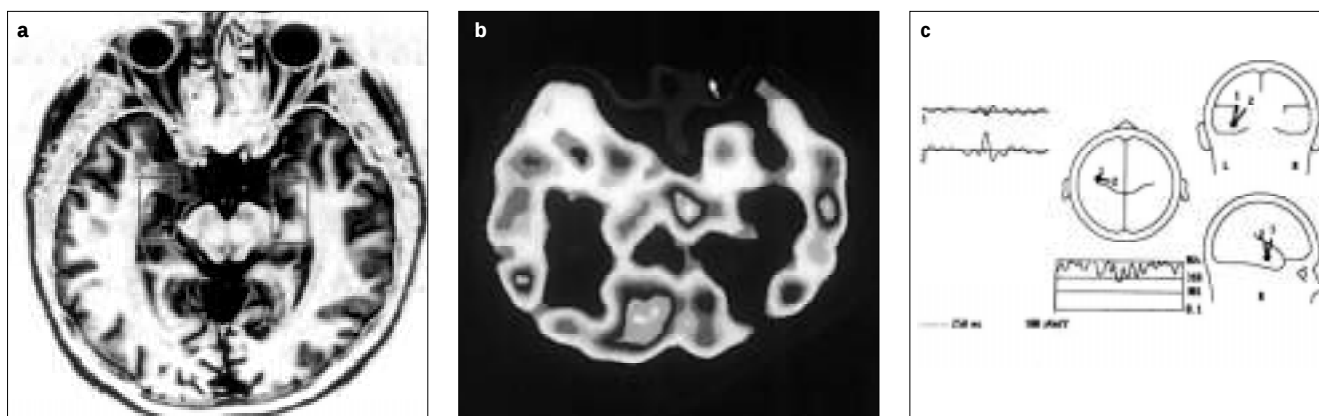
Paciente con imagen de esclerosis mesial izquierda en RM (a), SPECT (b) con hipoperfusión temporal izquierda y representación del dipolo en lóbulo temporal izquierdo (c) con una varianza residual del 8% y una elevación de 72,6°.
